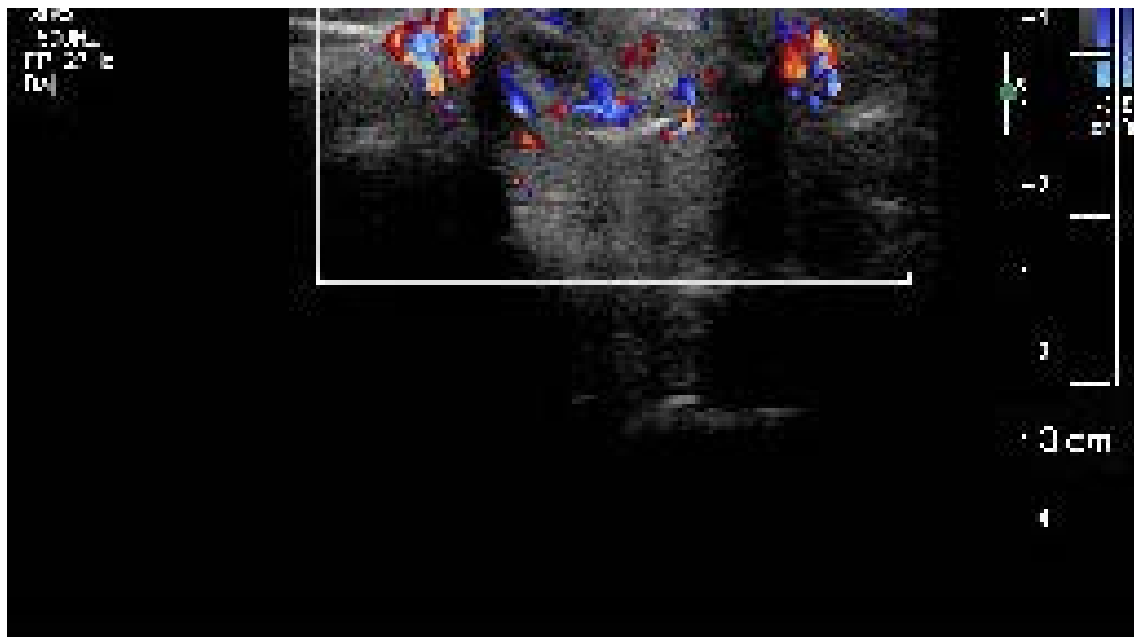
Lóbulo tiroideo izquierdo con presencia de nódulo isoecoico, patrón ecográfico mixto sólido y quístico heterogéneo y con presencia de vascularidad a la aplicación de modo Doppler color en forma periférica y central.
